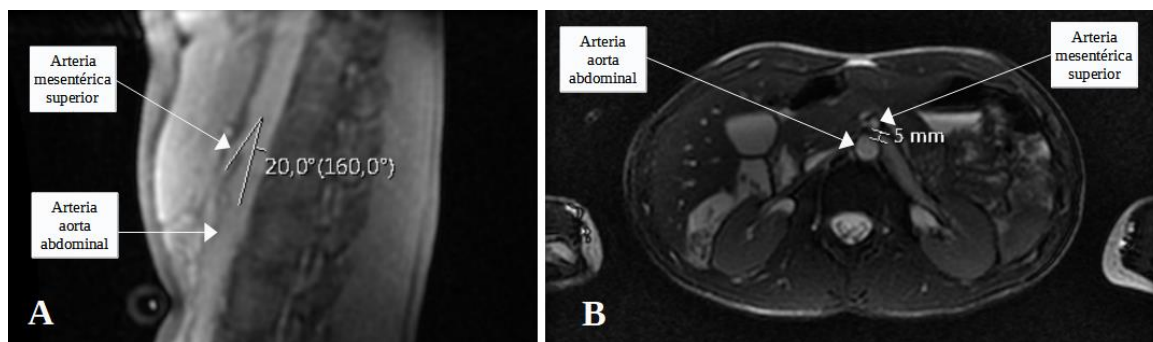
Angio-RMN abdominal.
